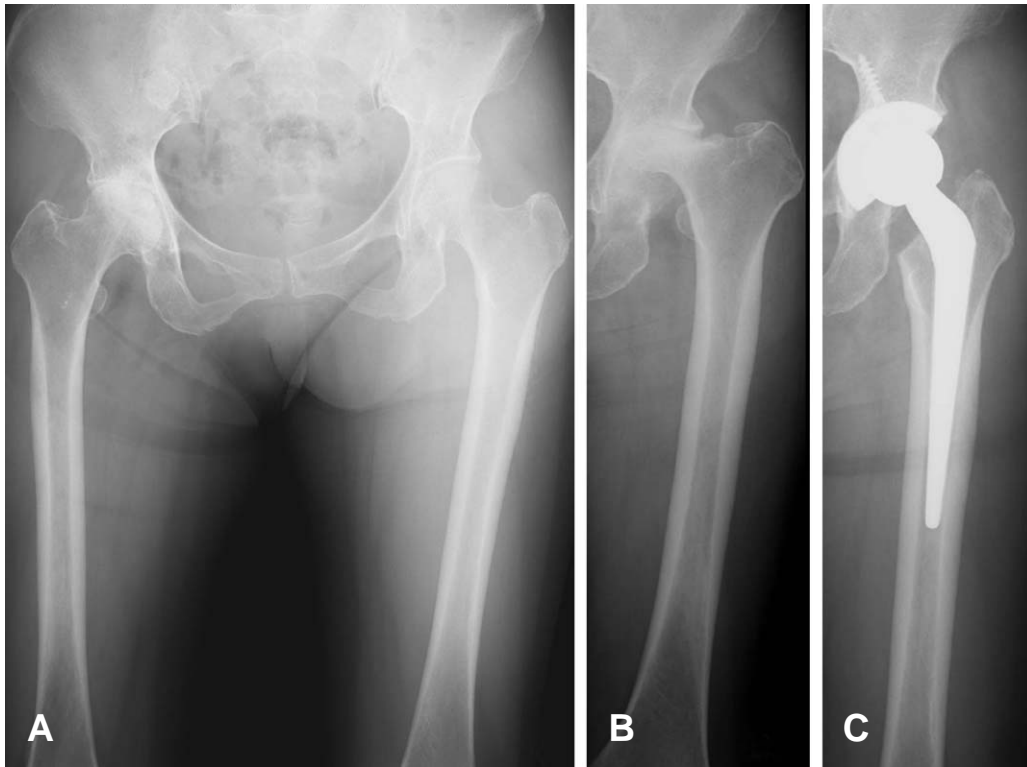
Case 1. Radiographs of a 67-year-old woman with an 18-year history of rheumatoid arthritis (A) Anteroposterior view of the both hip joint, obtained at the onset of right hip joint pain. The radiograph showed joint space narrowing in the joint and sclerosis of the femoral head in the right side. (B) Anteroposterior view of the same patient obtained 1 year later showed almost total disappearance of the left femoral head and osteolysis of the pelvic side. (C) Anteroposterior view of the left hip joint, obtained at the 1 year after total hip arthroplasty. The radiograph showed no loosening in both side.
